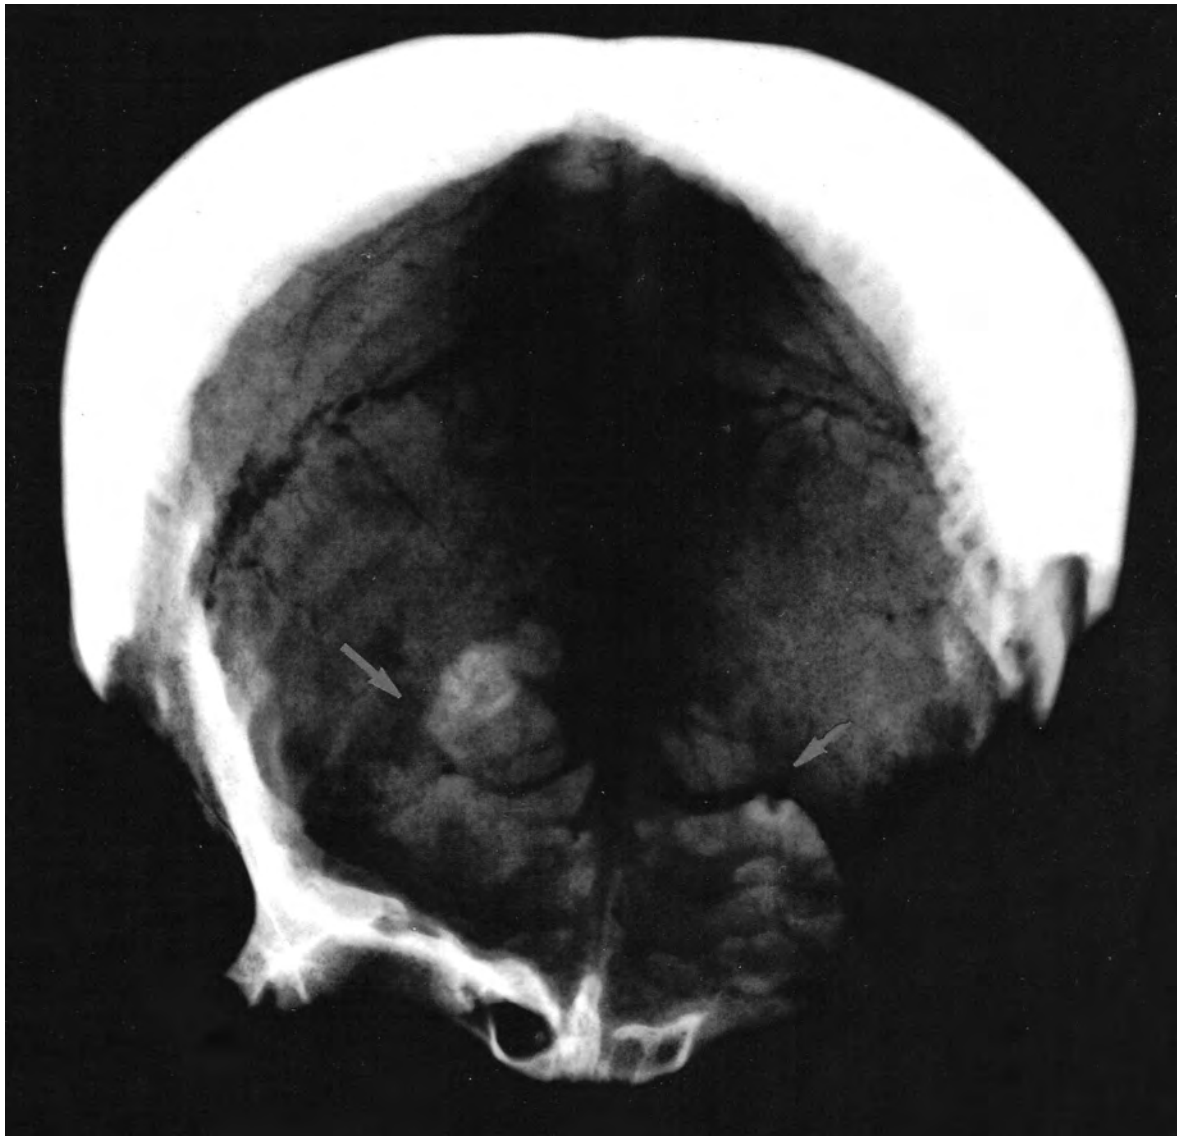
Radiografia del cas de la figura precedent.
